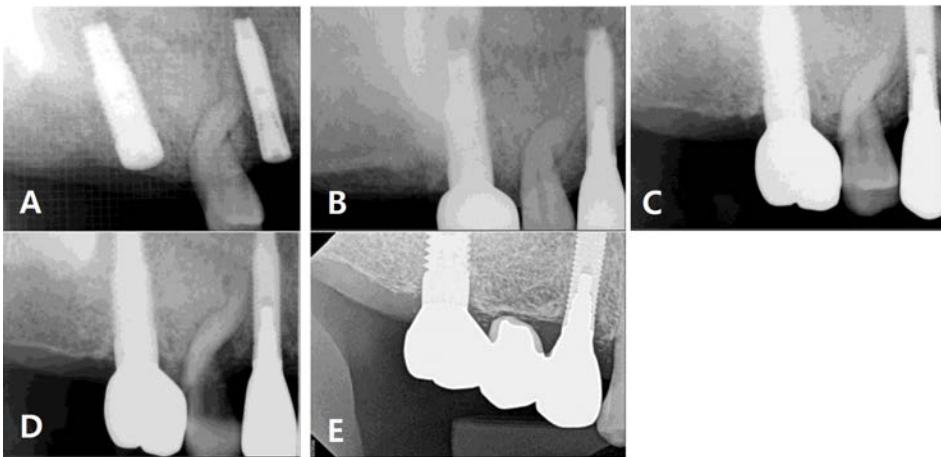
(A) Periapical radiograph after implant placement. Implant was contacted with curved root apex. (B) Periapical radiograph 12 months after implant placement. (C) Periapical radiograph 41 months after implant placement. (D) Periapical radiograph 64 months after implant placement. Advanced caries was observed in mesial side of 2nd premolar. This tooth was extracted. (E) Periapical radiograph 115 months after implant placement. 3-unit bridge was mounted.
